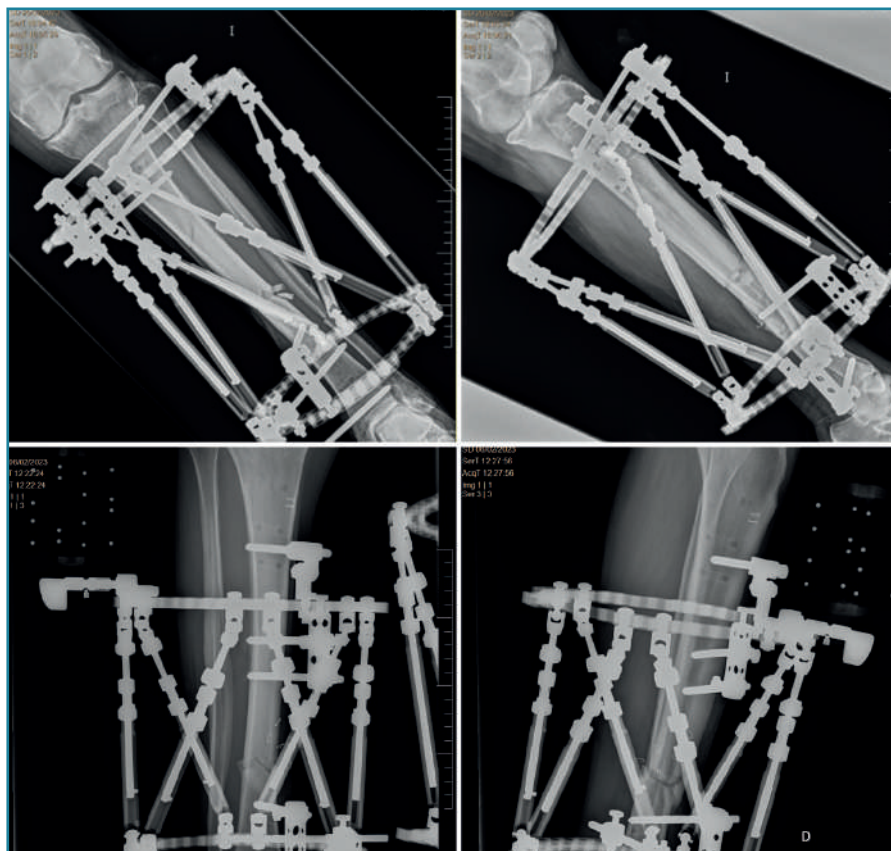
Radiografías de control posquirúrgicas de ambas piernas.
